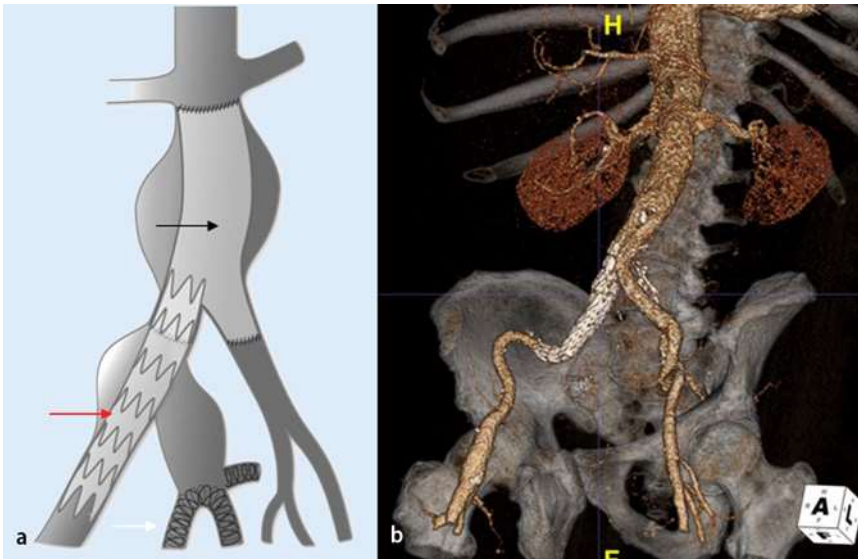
a Mögliche endovaskuläre Ausschaltung eines distalen pAAA nach konventioneller Bifurkationsprothese (schwarzer Pfeil). Zur Verhinderung einer retrograden Perfusion erfolgte der selektive Verschluss der Äste der A. iliaca interna (roter Pfeil) mittels Coiling und anschließendem Stentgrafting des AIC-Aneurysmas (weißer Pfeil). b Die postoperative CT-Angiographie (VRT [Volume-rendering-Technik]-Rekonstruktion) zeigt die komplette Okklusion der Aneurysmen bei freier Perfusion in die Femoralarterien. AIC A. iliaca communis, AII A. iliaca interna, pAAA paraanastomales abdomineller aortales Aneurysma
